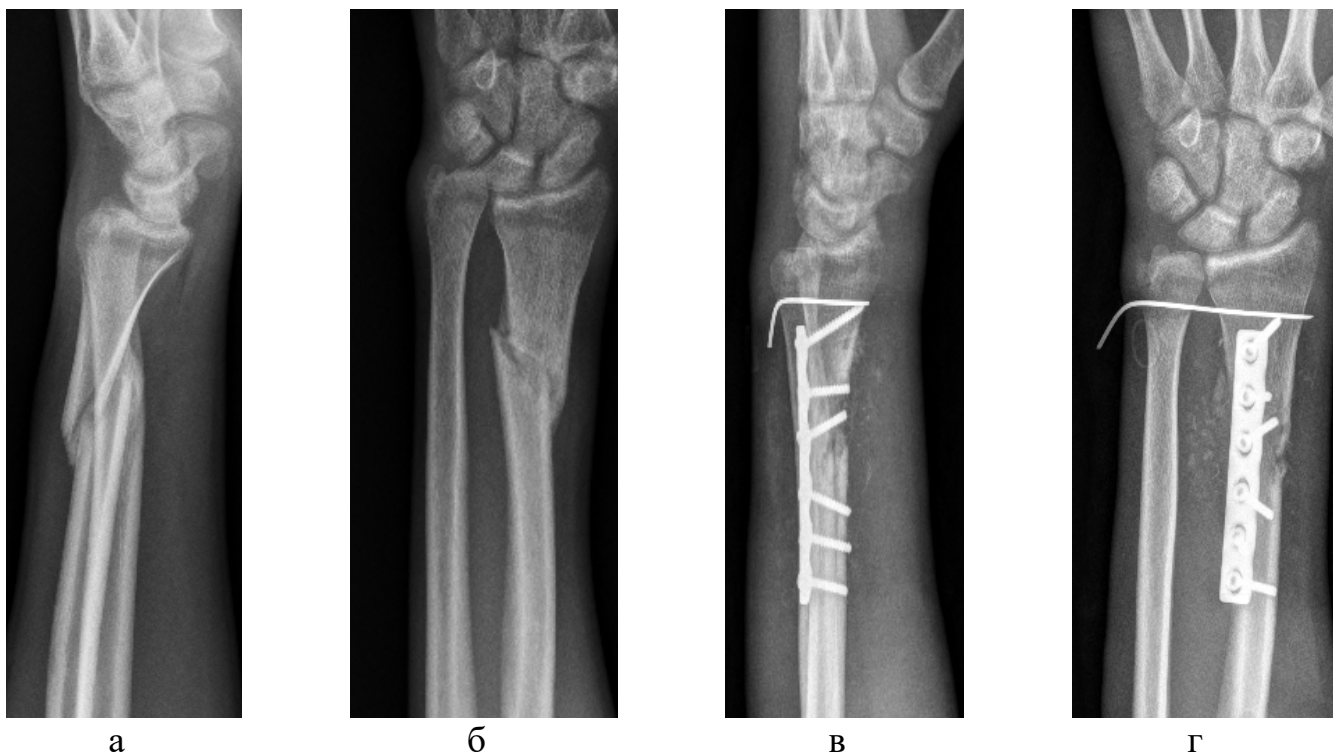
Рентгенограммы левого предплечья до и после оперативного лечения: а – боковая проекция до оперативного лечения, б – прямая проекция до оперативного лечения, в – боковая проекция, выполненная интраоперационно, г – интраоперационная прямая проекция. На рисунках а и б определяется перелом дистального метадиафиза лучевой кости левого предплечья со смещением, дислокация локтевой кости к тылу и дистально. На рисунках в, г перелом лучевой кости фиксирован пластиной; вывих локтевой кости устранен, использована спица Киршнера для диафиксации путем проведения через дистальные метафизы костей предплечья
